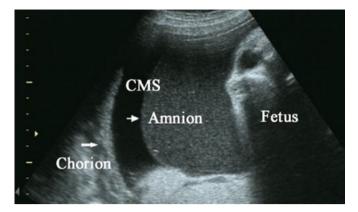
Ecografía mostrando separación de la membrana corioamniótica y polidramnios. 13
